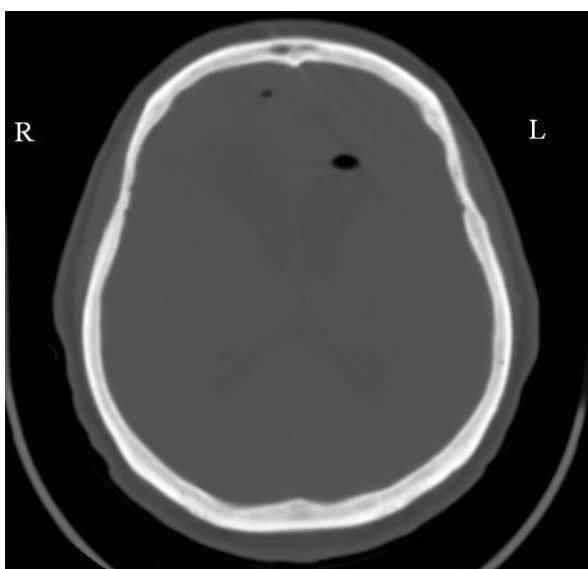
КТ 2-е сутки после операции
